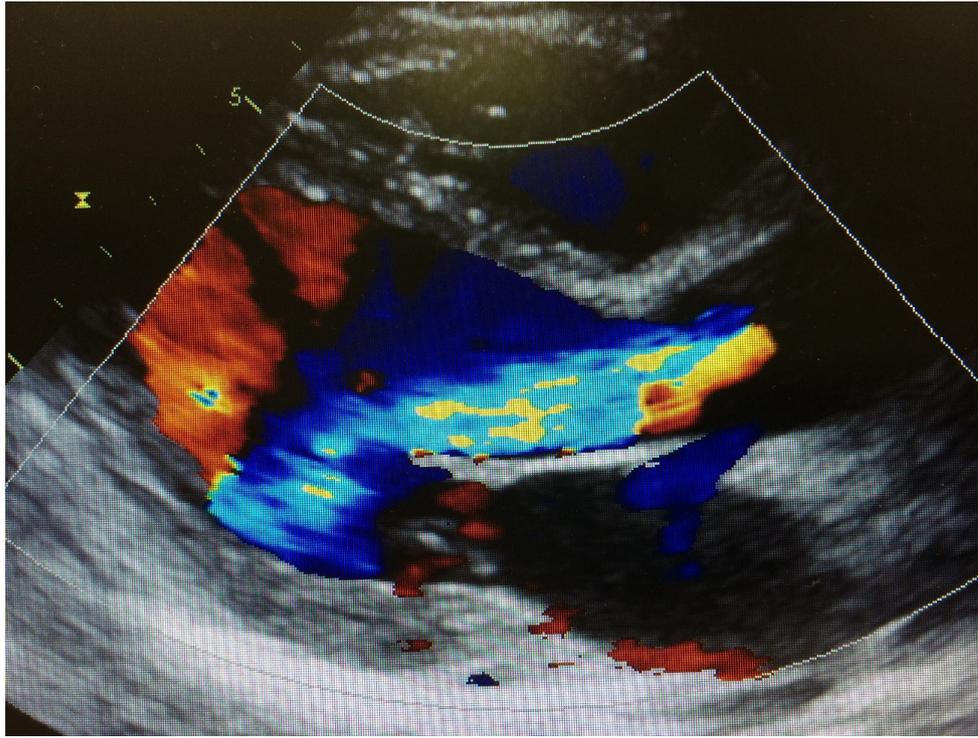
Ecocardiograma transtorácico em projeção paraesternal longitudinal demonstrando insuficiência aórtica importante.
